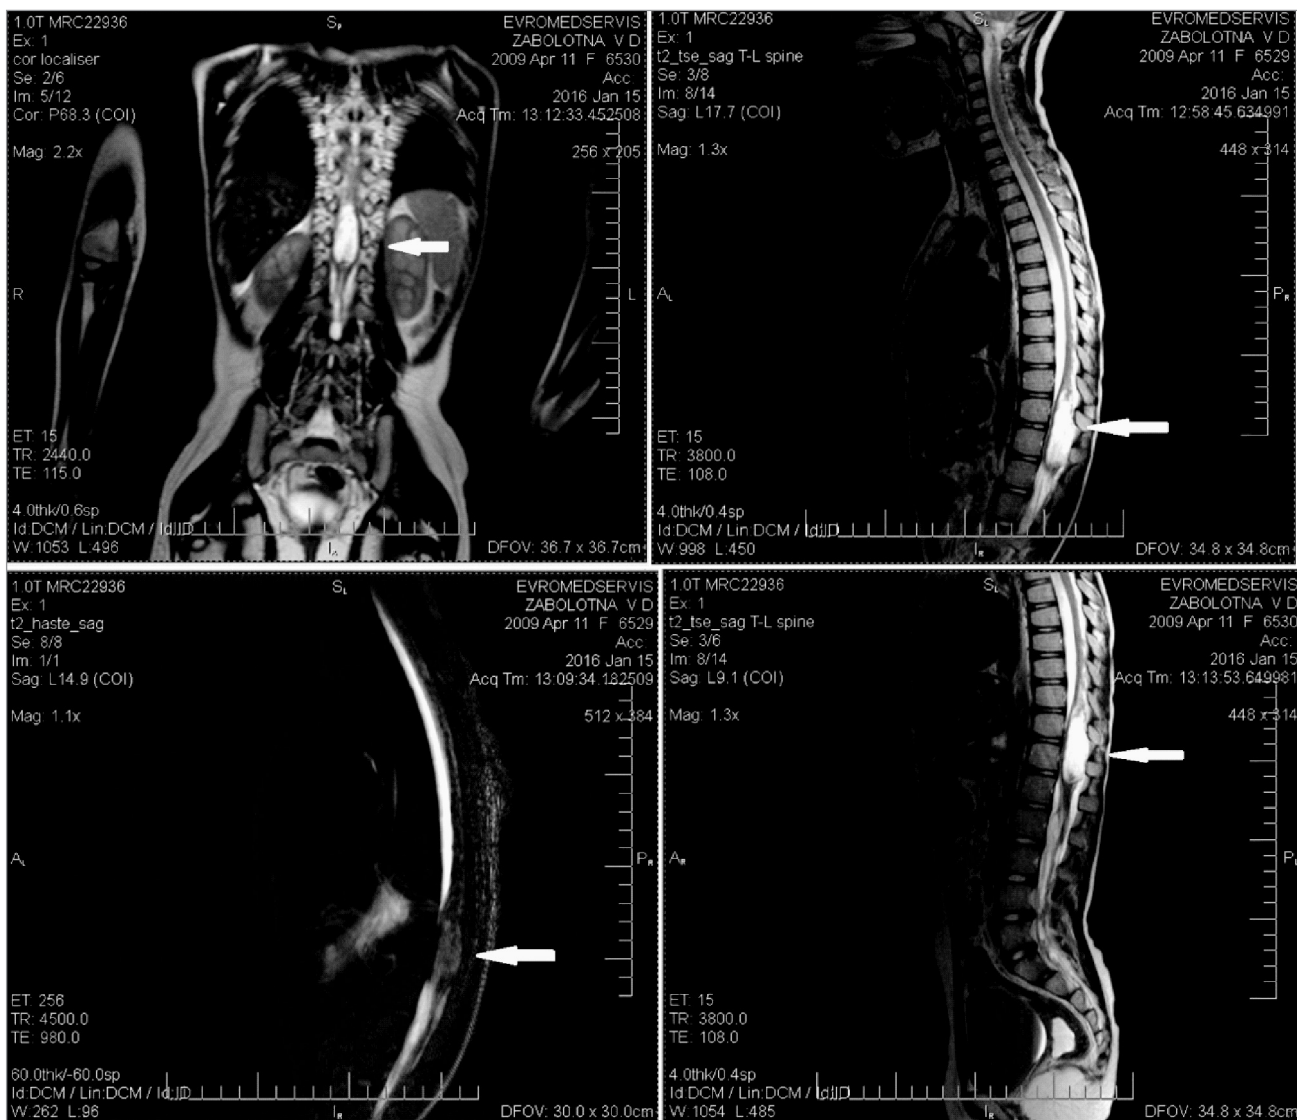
МРТ спинного мозку: інтрамедулярна пухлина на рівні Th11-L1
